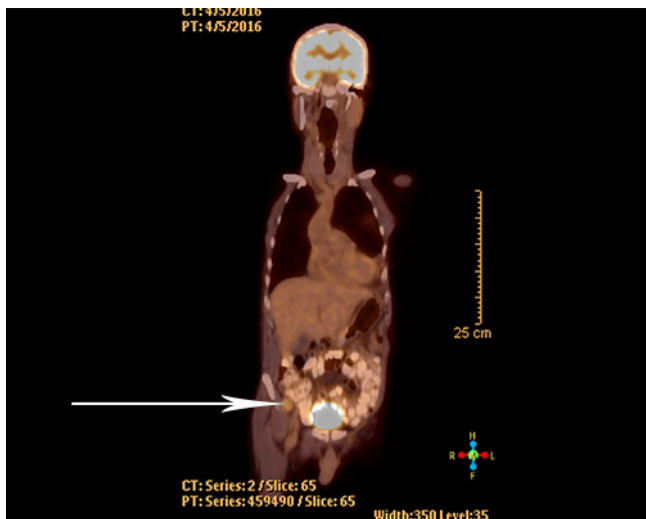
Coronal image of PET scan. Lesion is marked with black arrow.
